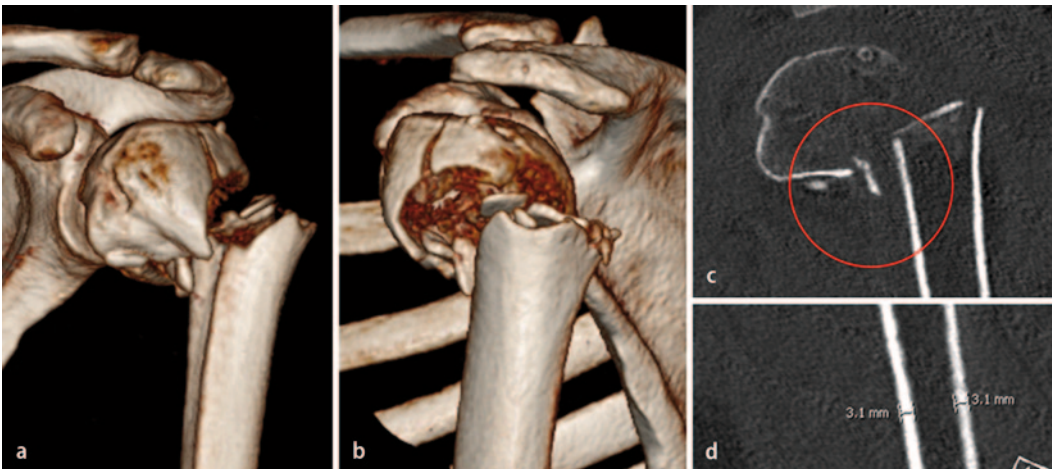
◀ Fallbeispiel: Posttraumatische CT-Bildgebung der linken Schulter. In der 3D-Rekonstruktion (a, b) zeigt sich die 3-Part-Fraktur mit deutlicher posterolateraler Dislokation des Schafts. In der koronaren Schichtung (c) ist die mediale Trümmerzone im Kalkarbereich zu erkennen. Die nach Tingart et al. [32] gemessene kortikale Dicke (d) deutet auf eine niedrige Knochenmineraldichte des proximalen Humerus hin
